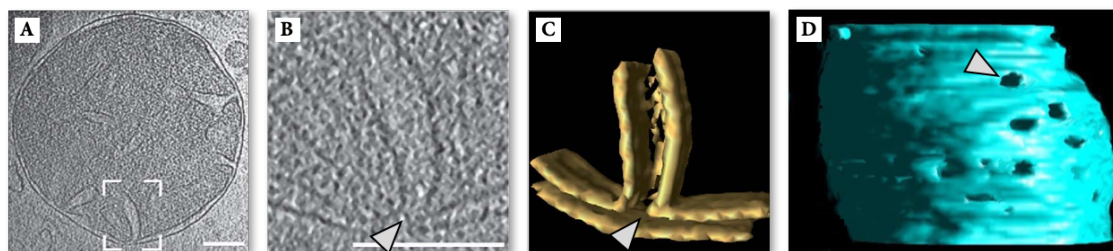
Imagen de una mitocondria de levadura *Saccharomyces cerevisiae* realizada mediante tomografía crioelectrónica (A), y ampliación de una unión de cresta (B). En C se puede observar la reconstrucción tridimensional de la unión de cresta (señalada por la flecha) mostrando la MME y la invaginación de la MMI. La imagen D muestra los poros de la MMI que se forman en las zonas de unión de crestas. Imagen modificada de (Zick et al., 2009, Perkins et al., 2010).
